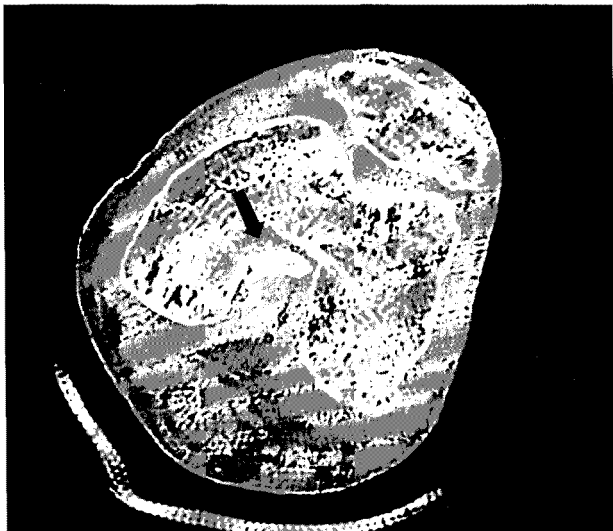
Axial CT images of the left knee show avulsion of the PCL at the femoral attachment.
